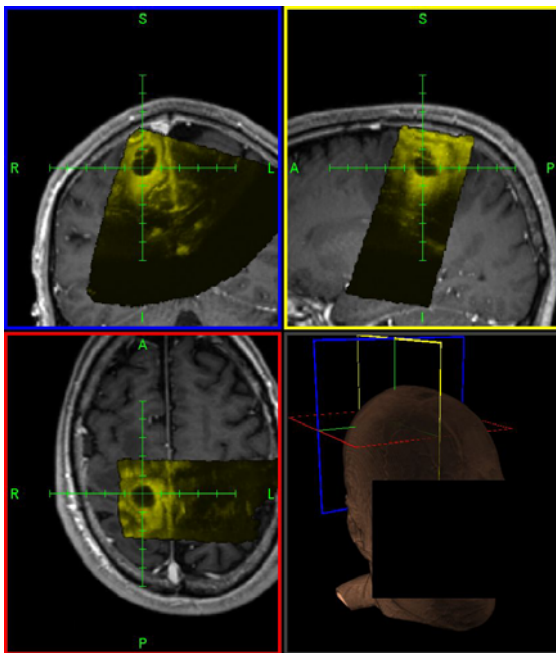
In das präoperative MRT integrierter Datensatz 3D Ultraschall mit Kontrastmittel
